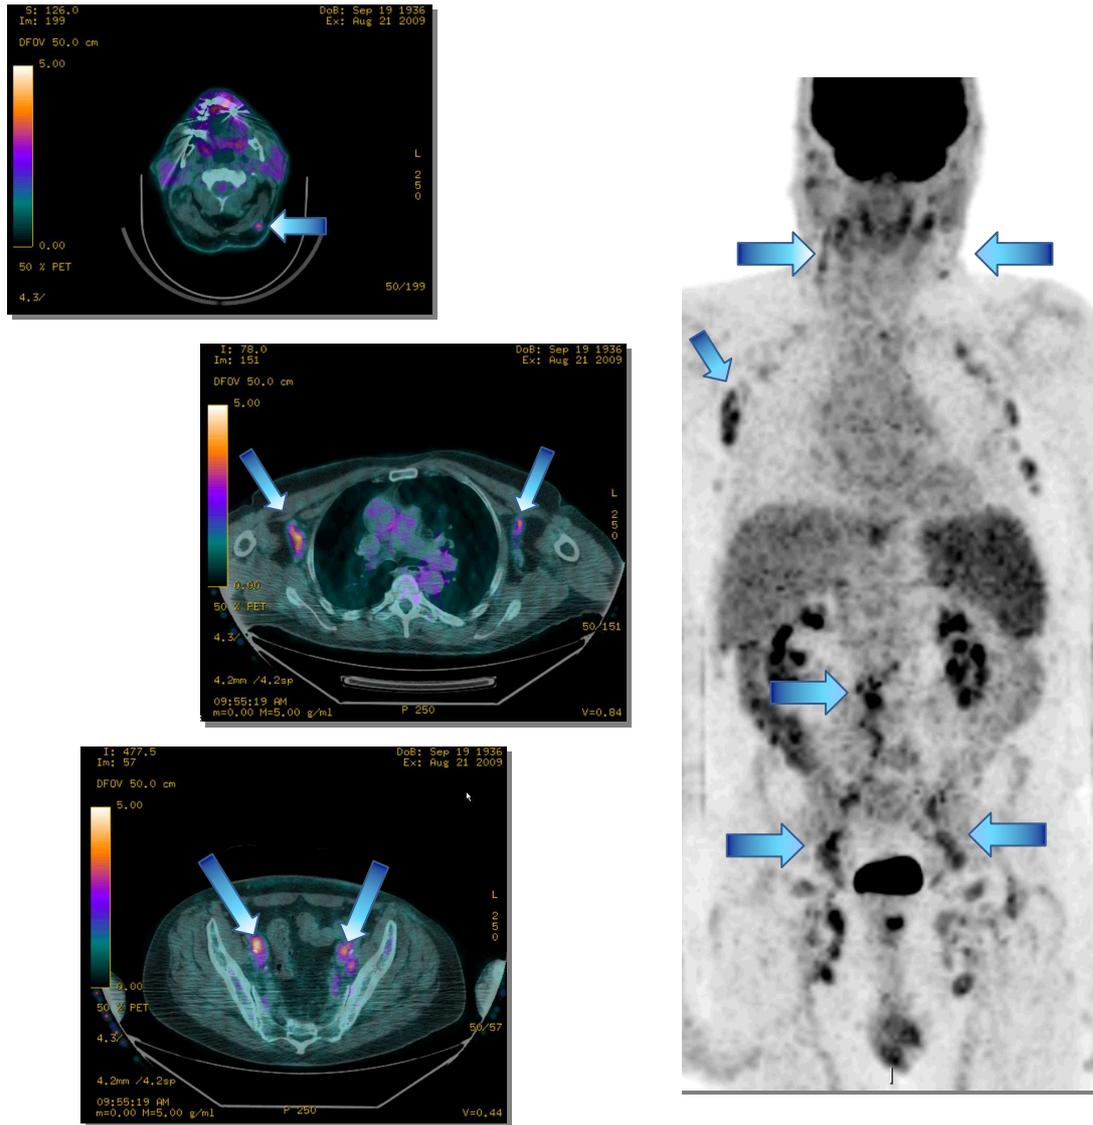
Images de fusion PET et CT (à gauche) avec la mise en évidence de nombreuses adénopathies (flèches bleues) ainsi qu'une activité cervicale postérieure (en haut à gauche). Image MIP (maximum intensity projection) du PET (à droite).
